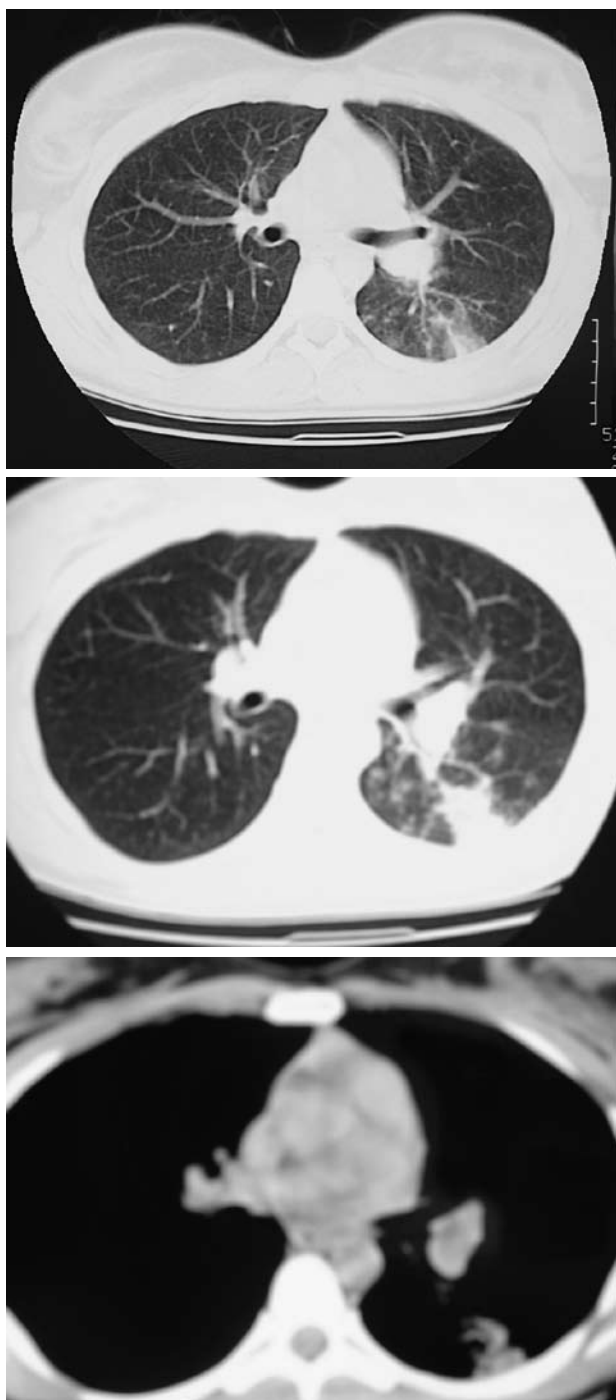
Computer tomography at the time of admission.
